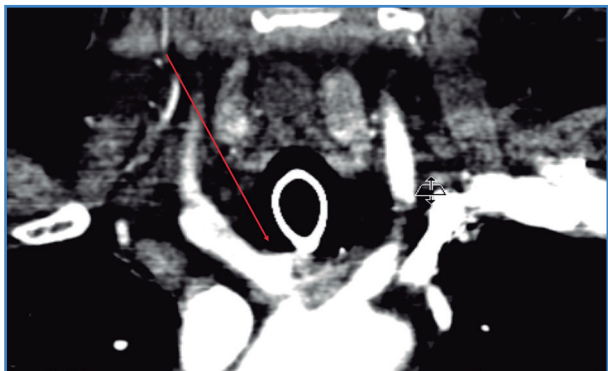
Imagen de angio-TAC que revela una fístula entre el tronco braquiocefálico y la tráquea (flecha).
